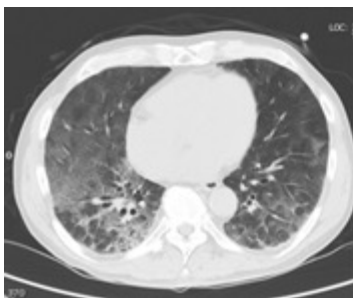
図に胸部 CT の経過を示す。発症時は広範に淡いすりガラス陰影を認め、典型的な COVID-19 肺炎と考えられる。その後、下段のように徐々に線維化が進行し、特に右肺では牽引性気管支拡張が目立ち、肺容積の減少が顕著であった。気管支鏡検査等を行った上で、COVID-19 罹患後の遷延性肺障害と総合的に診断し、ステロイド治療を開始した。治療開始後、症状はやや改善したが、画像上の改善は乏しく、ステロイドはゆっくりと漸減している。
